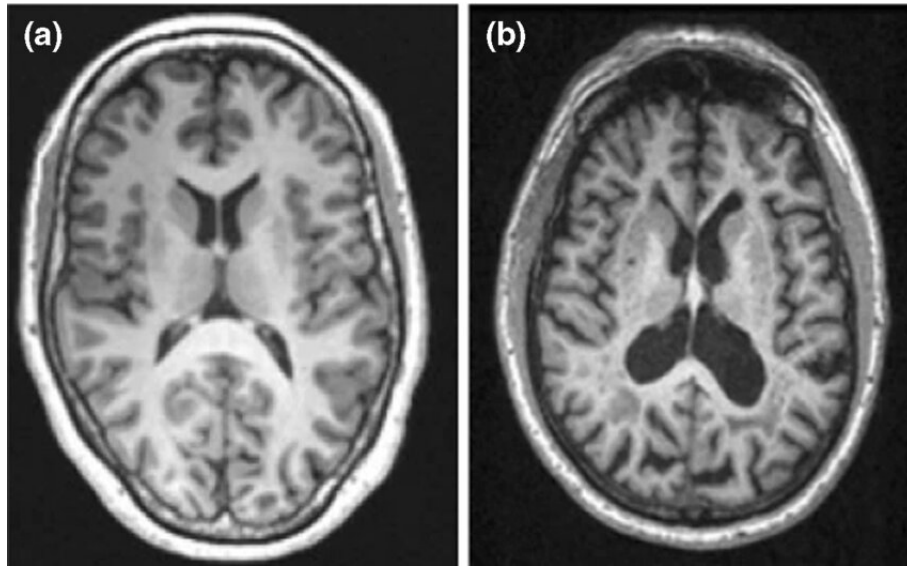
Exames de ressonância magnética (MRI) de (a) um cérebro normal e (b) um cérebro com doença de Alzheimer. (GOENKA; TIWARI, 2021)
